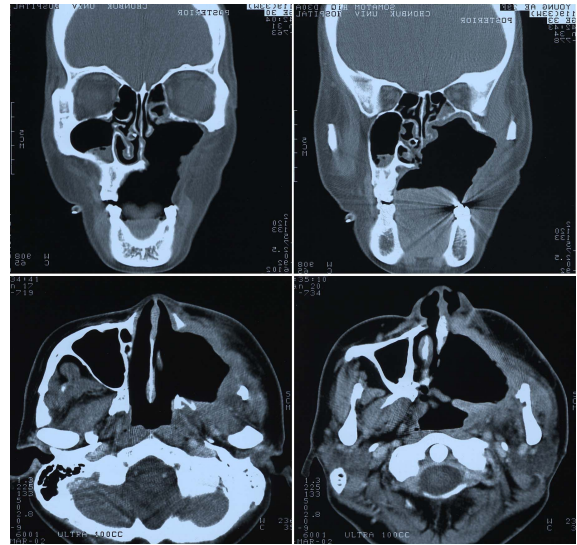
Follow up CT scan of PNST
